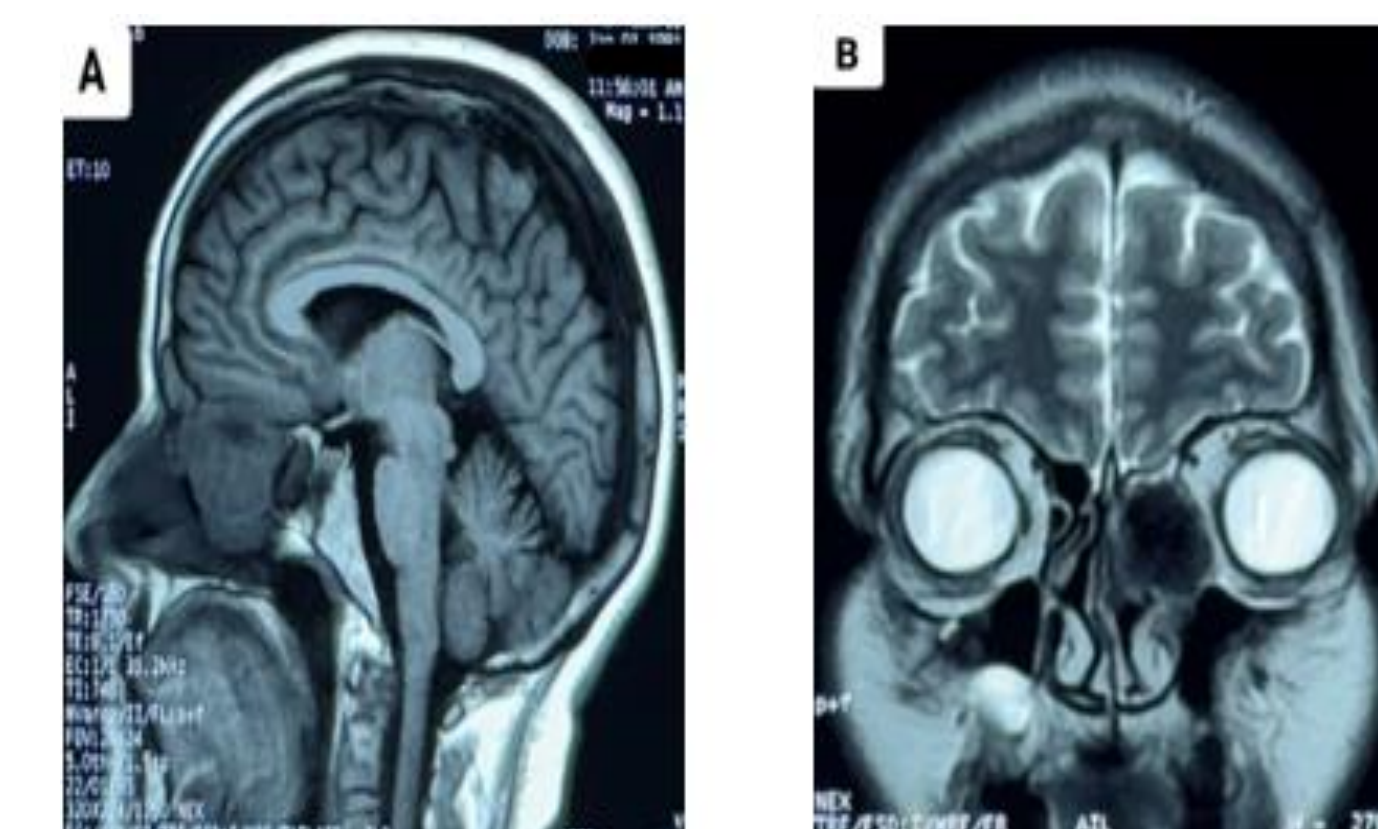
IRM en coupes sagittale et coronale montrant une masse ethmoïdale gauche en hyposignal T1 (A) et hyposignal T2 (B).
